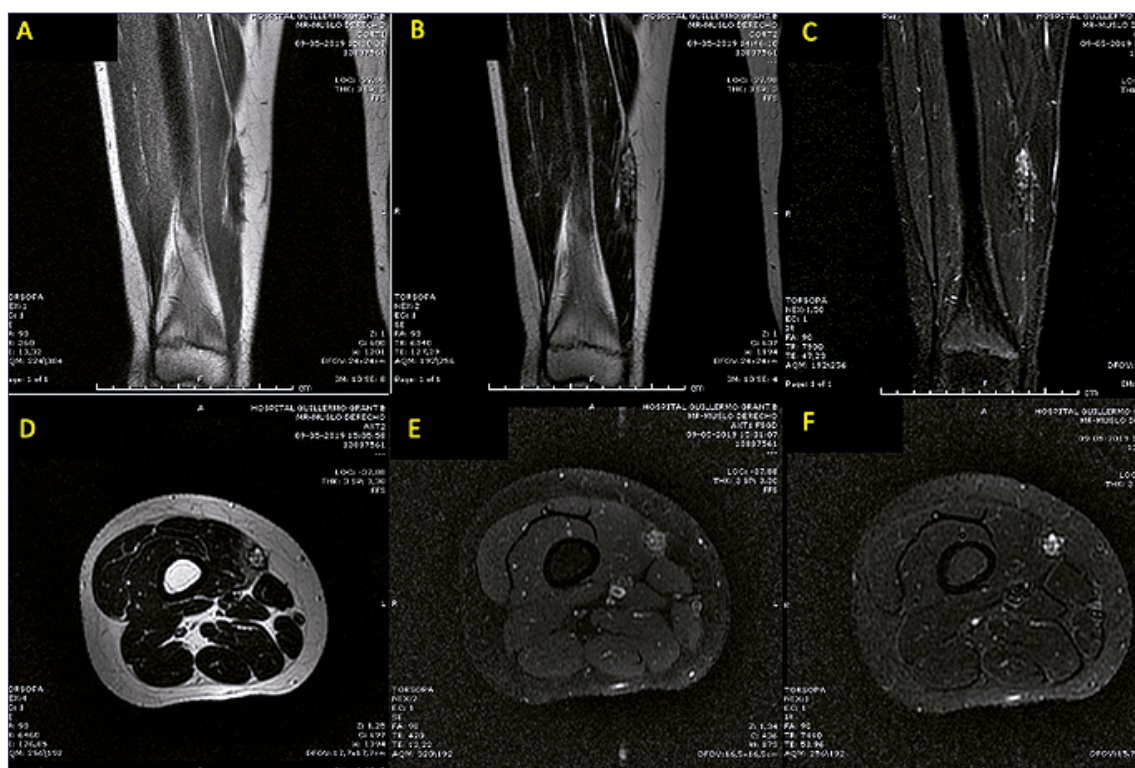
Resonancia magnética (RM) de muslo derecho. Cortes coronales y axiales. Se aprecia lesión sólida de 4,8 x 1,1 x 0,9 cm, irregularmente vascularizada. A: RM T1WI coronal: Lesión isointensa en relación a tejido subyacente; B: RM T2WI coronal: Lesión con patrón intensidad heterogéneo. Signo fascicular; C: RM STIR coronal: Lesión hiperintensa de forma irregular; D: RM T2WI axial: Lesión con patrón intensidad heterogéneo. Signo fascicular; E: RM T1GD axial: Realce heterogéneo de la lesión posterior a la administración de contraste; F: RM STIR axial: Lesión hiperintensa de forma irregular.
